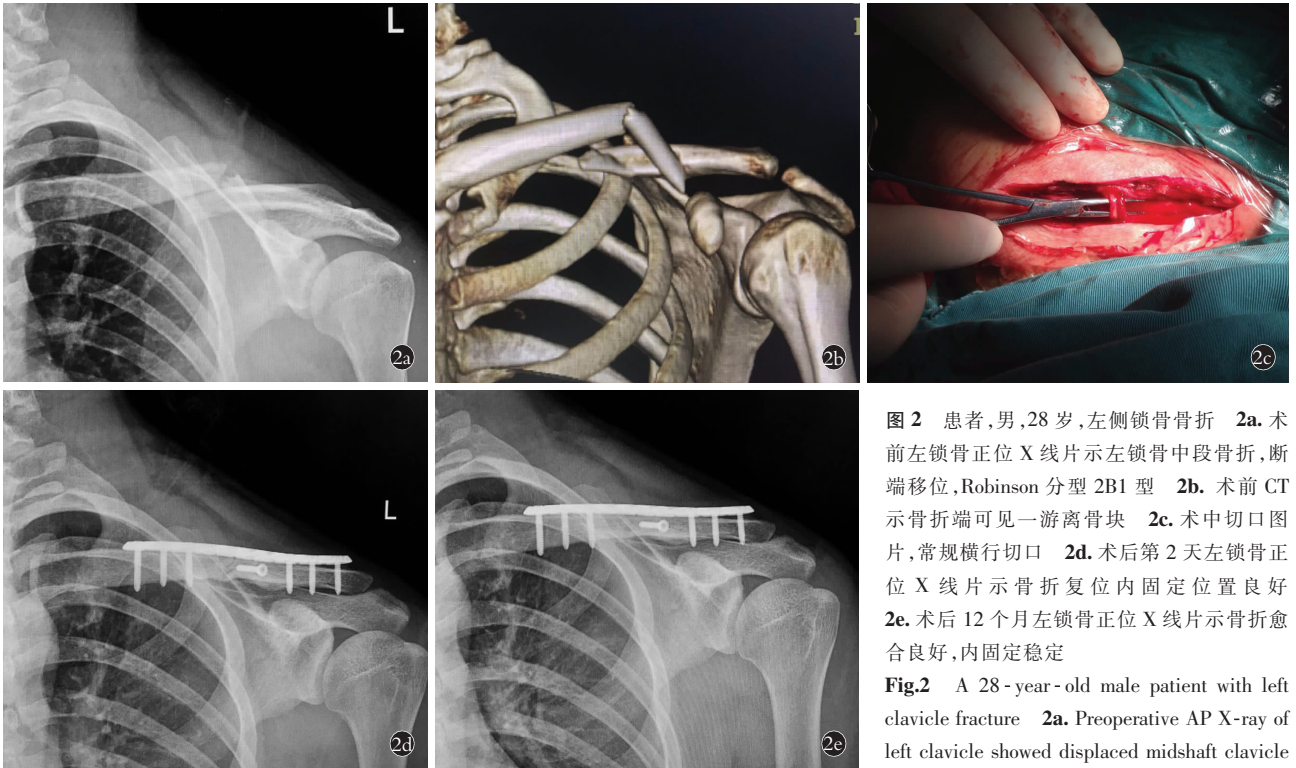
患者,男,28 岁,左侧锁骨骨折 2a. 术前左锁骨正位 X 线片示左锁骨中段骨折,断端移位,Robinson 分型 2B1 型 2b. 术前 CT 示骨折端可见一游离骨块 2c. 术中切口图片,常规横行切口 2d. 术后第 2 天左锁骨正位 X 线片示骨折复位内固定位置良好 2e. 术后 12 个月左锁骨正位 X 线片示骨折愈合良好,内固定稳定
